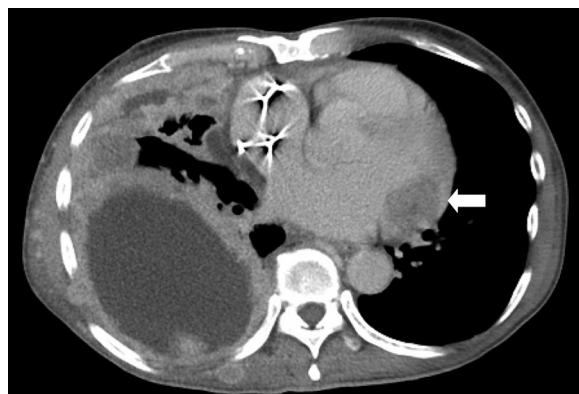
Chest computed tomography showed a low density mass at the cardiac muscle of the left cardiac ventricle.
